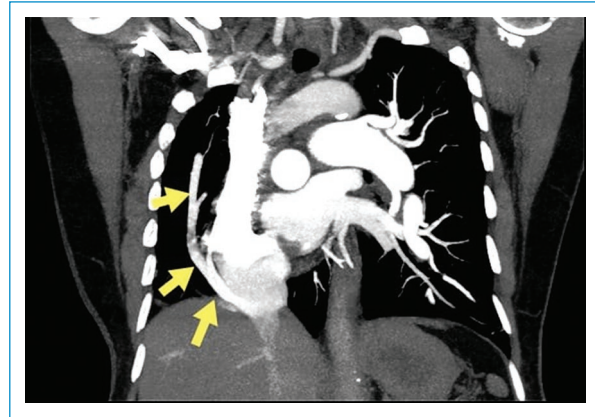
Yellow arrows point to scimitar vein in coronal section in chest CT angiography.
